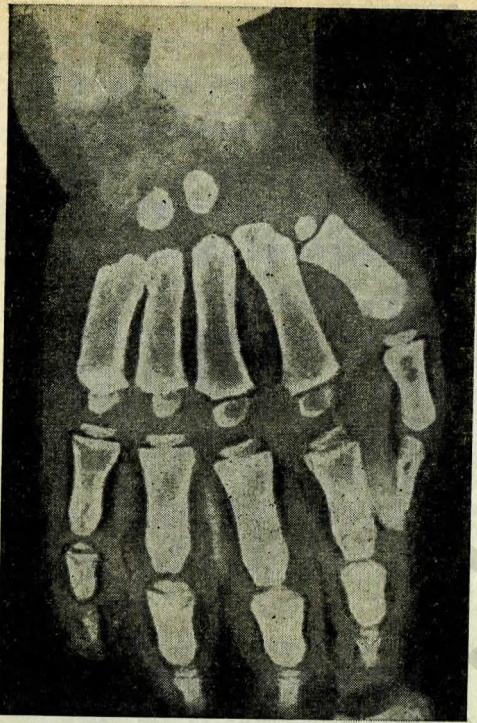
Рентгенограмма кисти больного с синдромом Гурлера.
